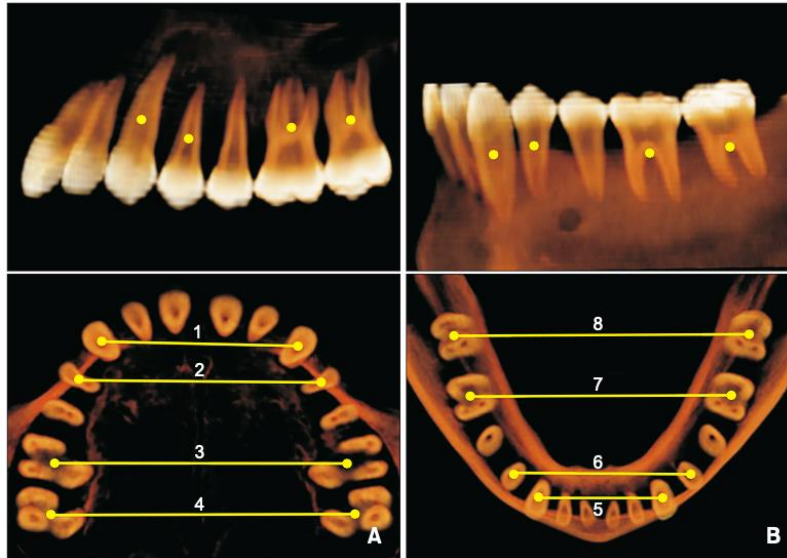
Ancho del arco basal en tomografía computarizada tridimensional (BAW-CT). La digitalización de centros de resistencia: un diente unirradicular, a nivel del tercio coronal; un diente multirradicular, al nivel de la furca. A, Maxilar: 1, canino; 2, premolar; 3, 1er molar; 4, 2do molar. B, Mandíbula: 5, canino; 6, premolar; 7, 1er molar; 8, 2do molar (8).
